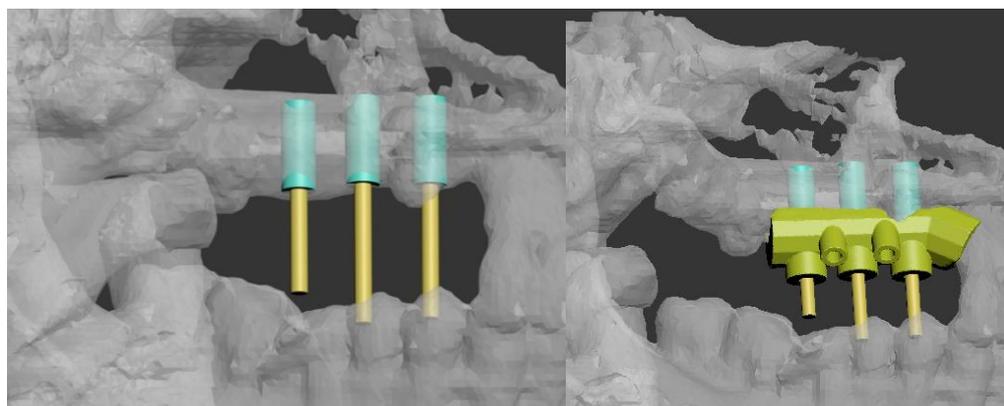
По данным КТ виртуально расстановлены дентальные имплантаты и спроектирован виртуальный навигационный шаблон
